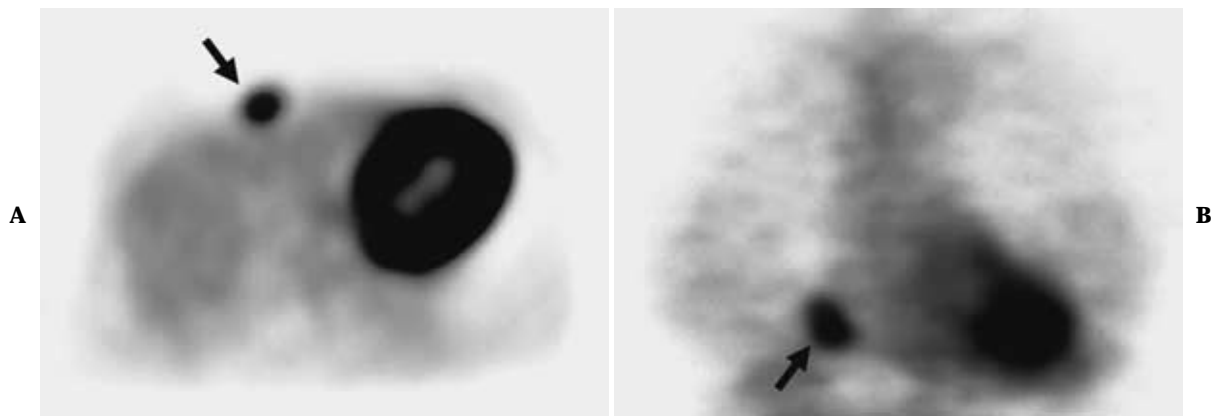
Transverse (A) and coronal (B) FDG PET images, obtained 35 months after the initial surgery, taken 60 minutes after an intravenous dose of 122 MBq ^{18}F -FDG. Accumulation of FDG with a standardized uptake rate of 5.3 is visible in the right precordial wall (arrow).
